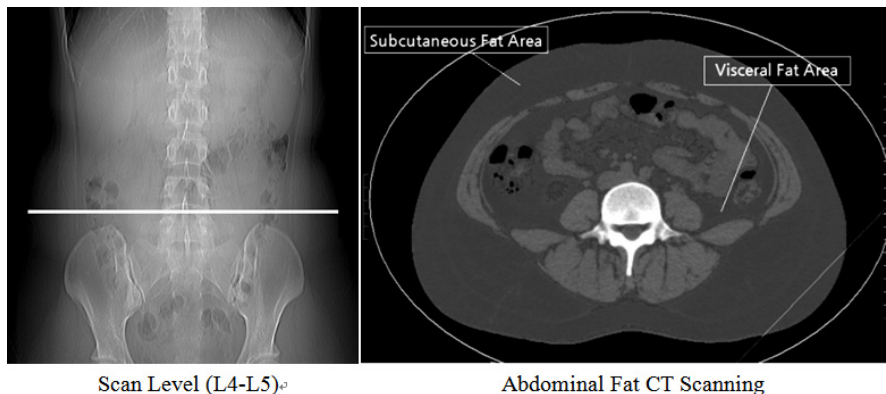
The measurement of visceral fat area by abdominal CT scanning
